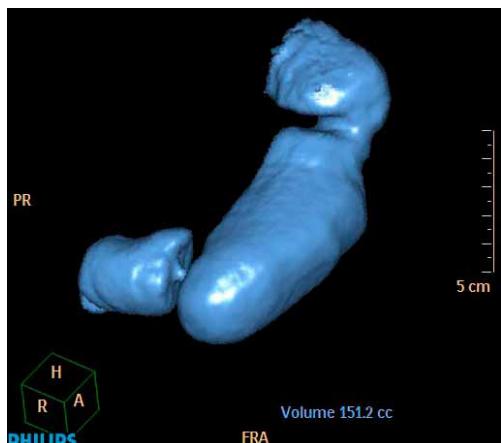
Virtuelle Darstellung (CT) eines Schlauchmagens
